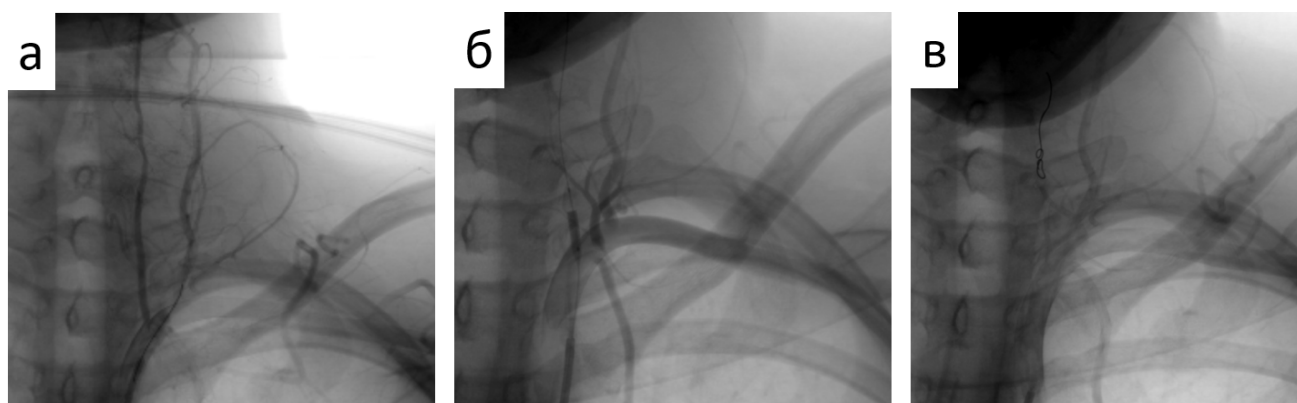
Процесс рентгенэндоваскулярной эмболизации левой позвоночной артерии (а – селективная ангиография, б – 30-минутный баллонный окклюзионный тест, в – окончательная эмболизация позвоночной артерии спиралью)
